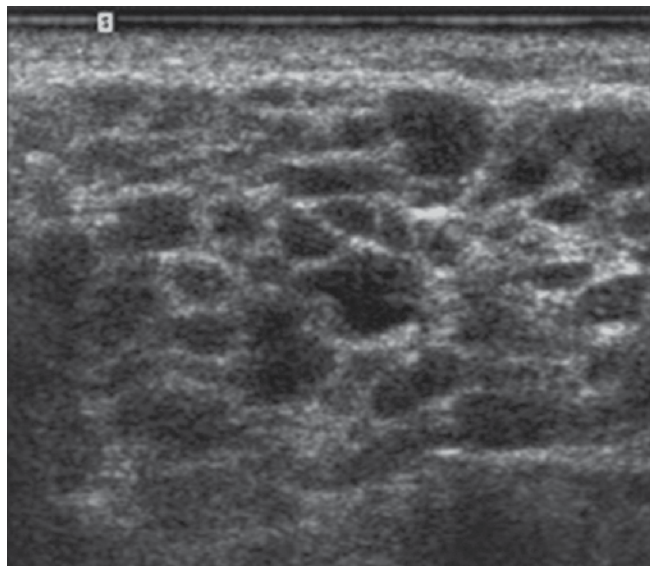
A. Multiple, nearly anechoic, oval focal lesions disseminated in the parenchyma of the parotid gland (symmetrical in both glands). B. Power Doppler shows increased blood flow. Sjögren's syndrome. The image is not pathognomonic
